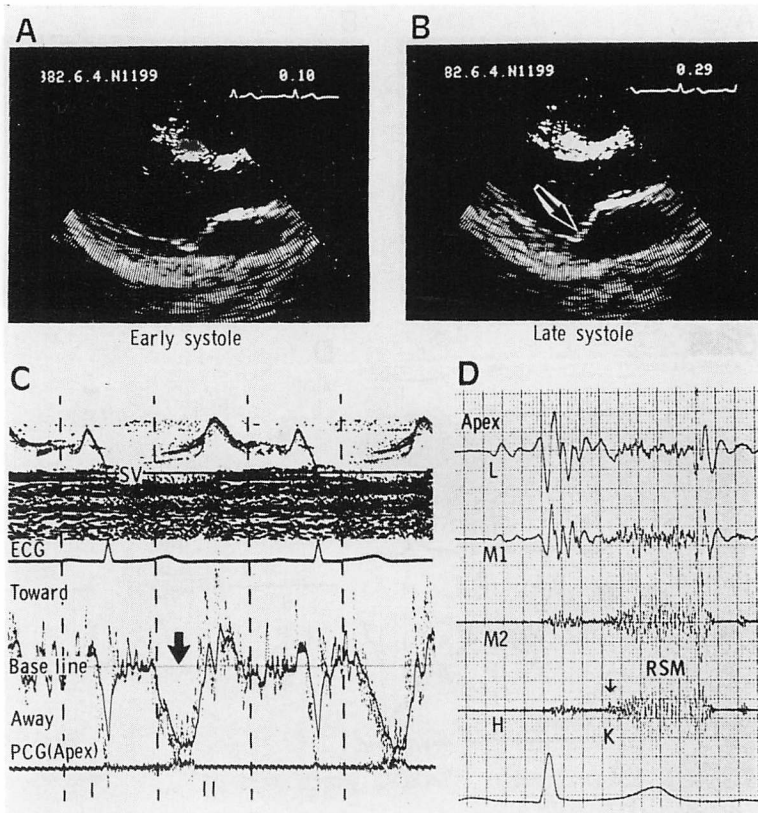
Two-dimensional echocardiograms, pulsed Doppler echocardiogram and phonocardiogram in a case with a late systolic murmur (Case 8).
